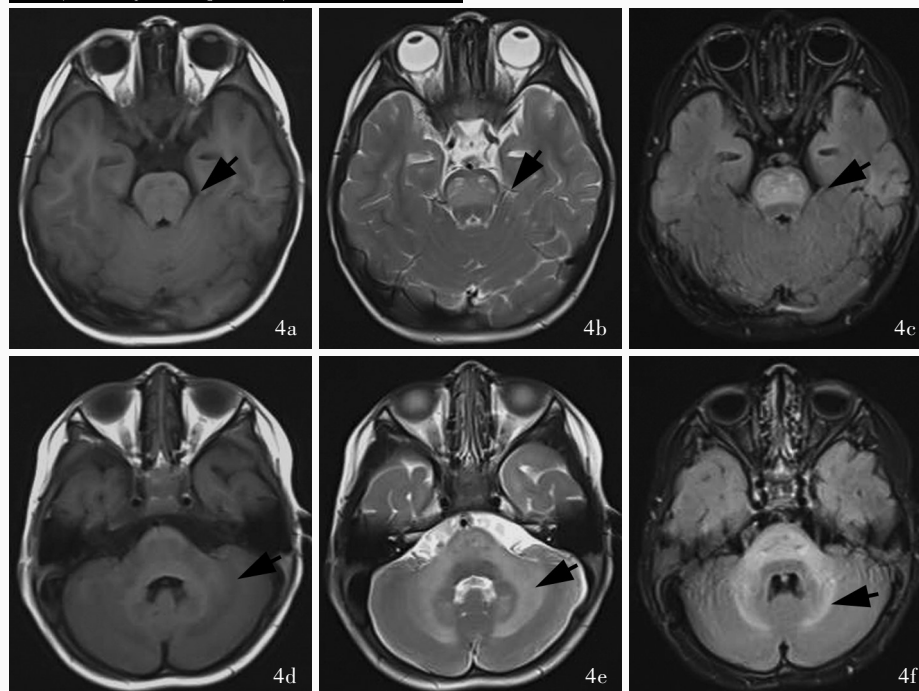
复查头部 MRI(2020 年 3 月 27 日)所见 4a 横断面 T₁WI 显示,中脑腹侧对称性片状稍低信号影(箭头所示),较前无明显变化 4b 横断面 T₂WI 显示,中脑腹侧对称性片状高信号影(箭头所示),较前无明显变化 4c 横断面 FLAIR 成像显示,中脑腹侧对称性片状高信号影(箭头所示),较前无明显变化 4d 横断面 T₁WI 显示,脑桥和双侧小脑齿状核对称性片状稍低信号影(箭头所示),较前无明显变化 4e 横断面 T₂WI 显示,脑桥和双侧小脑齿状核对称性片状高信号影(箭头所示),较前无明显变化 4f 横断面 FLAIR 成像显示,脑桥和双侧小脑齿状核对称性片状高信号影(箭头所示),较前无明显变化
